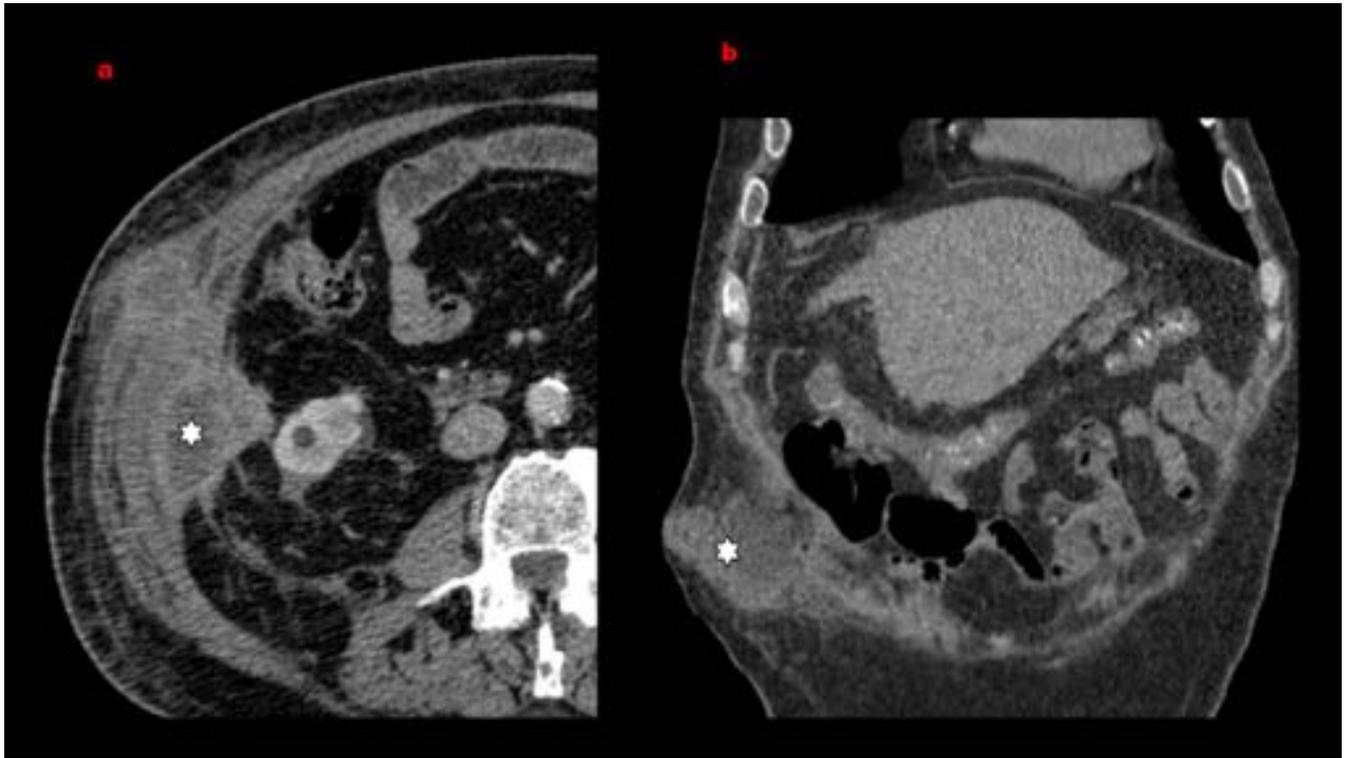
Varón 70 años. Días después de nefrectomía parcial derecha por carcinoma de células claras, presenta fiebre y efecto masa en flanco derecho. TC axial (a) y coronal (b): abscesos que se extienden al tejido celular subcutáneo.
